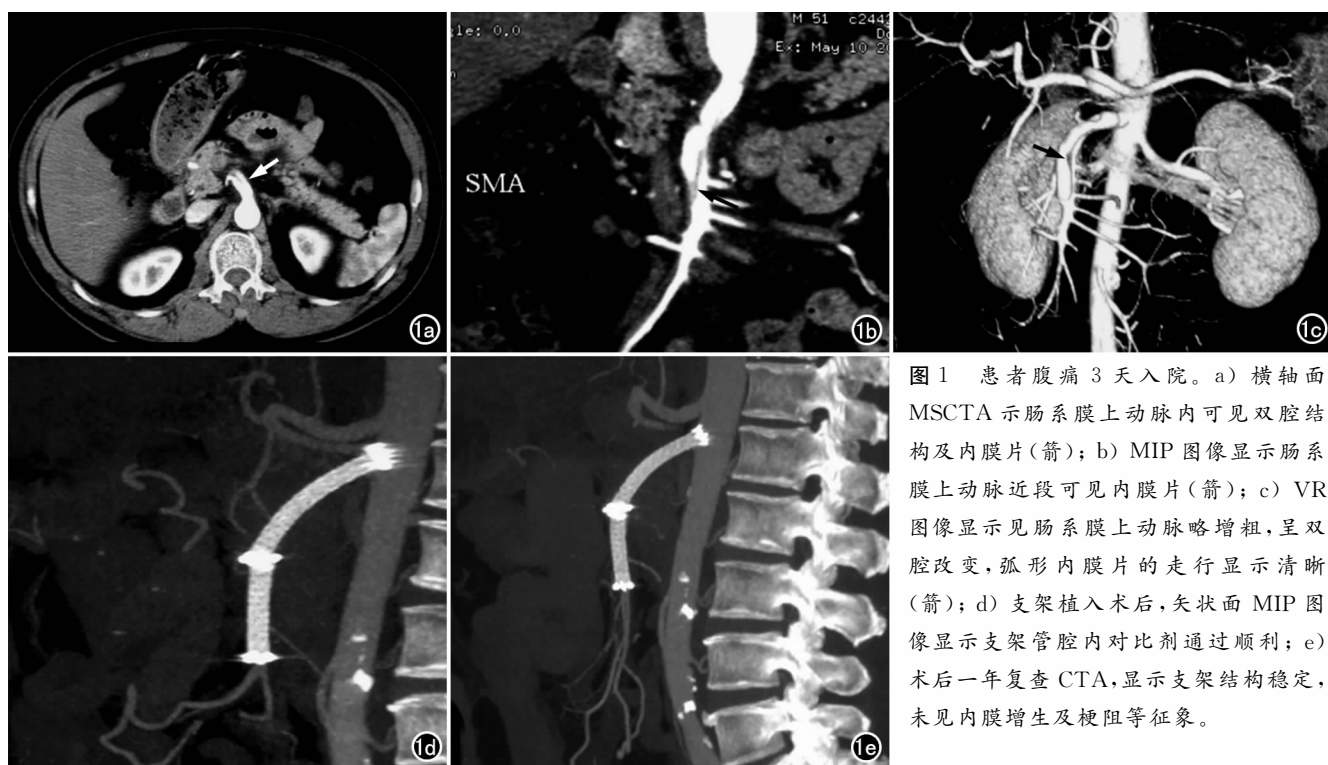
患者腹痛 3 天入院。a) 横轴面 MSCCTA 示肠系膜上动脉内可见双腔结构及内膜片(箭); b) MIP 图像显示肠系膜上动脉近段可见内膜片(箭); c) VR 图像显示见肠系膜上动脉略增粗,呈双腔改变,弧形内膜片的走行显示清晰(箭); d) 支架植入术后,矢状面 MIP 图像显示支架管腔内对比剂通过顺利; e) 术后一年复查 CTA,显示支架结构稳定,未见内膜增生及梗阻等征象。
